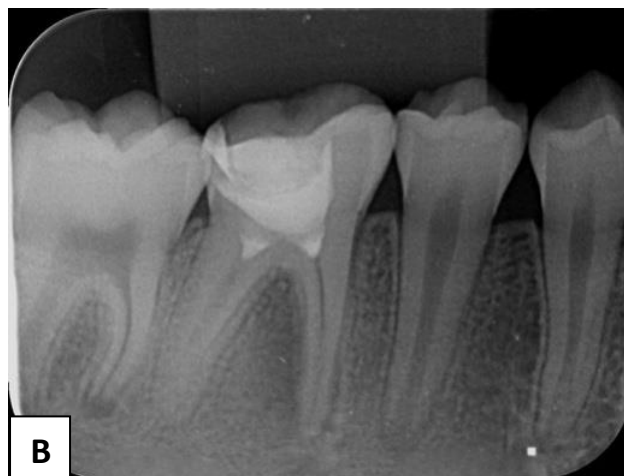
(A) Radiografia final do dente 36; (B) Radiografia final do dente 46. Fonte: Imagem de arquivo pessoal.
